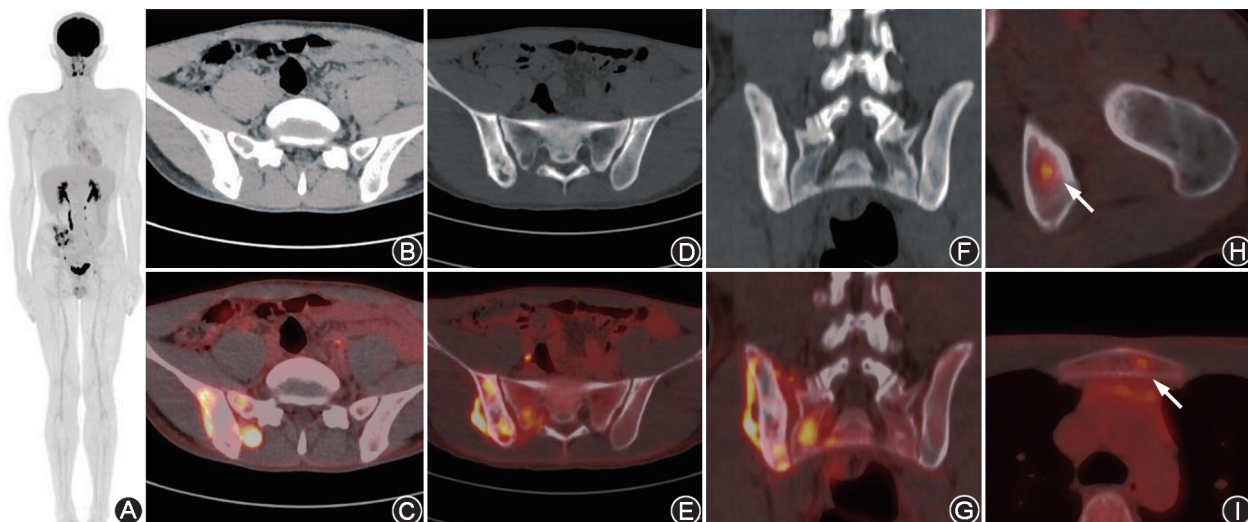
骶髂关节病变患者(男,18岁) ^{18}F -FDG PET/CT显像图 A. PET最大密度投影图见右盆部高代谢区;B~G. CT及PET/CT融合图可见右侧骶髂关节相邻髂骨、骶骨多发混合性骨质破坏,伴成骨反应,髓腔及周围多发软组织密度高代谢灶;H~I. PET/CT融合图可见左坐骨、胸骨代谢增高灶(箭头示)
